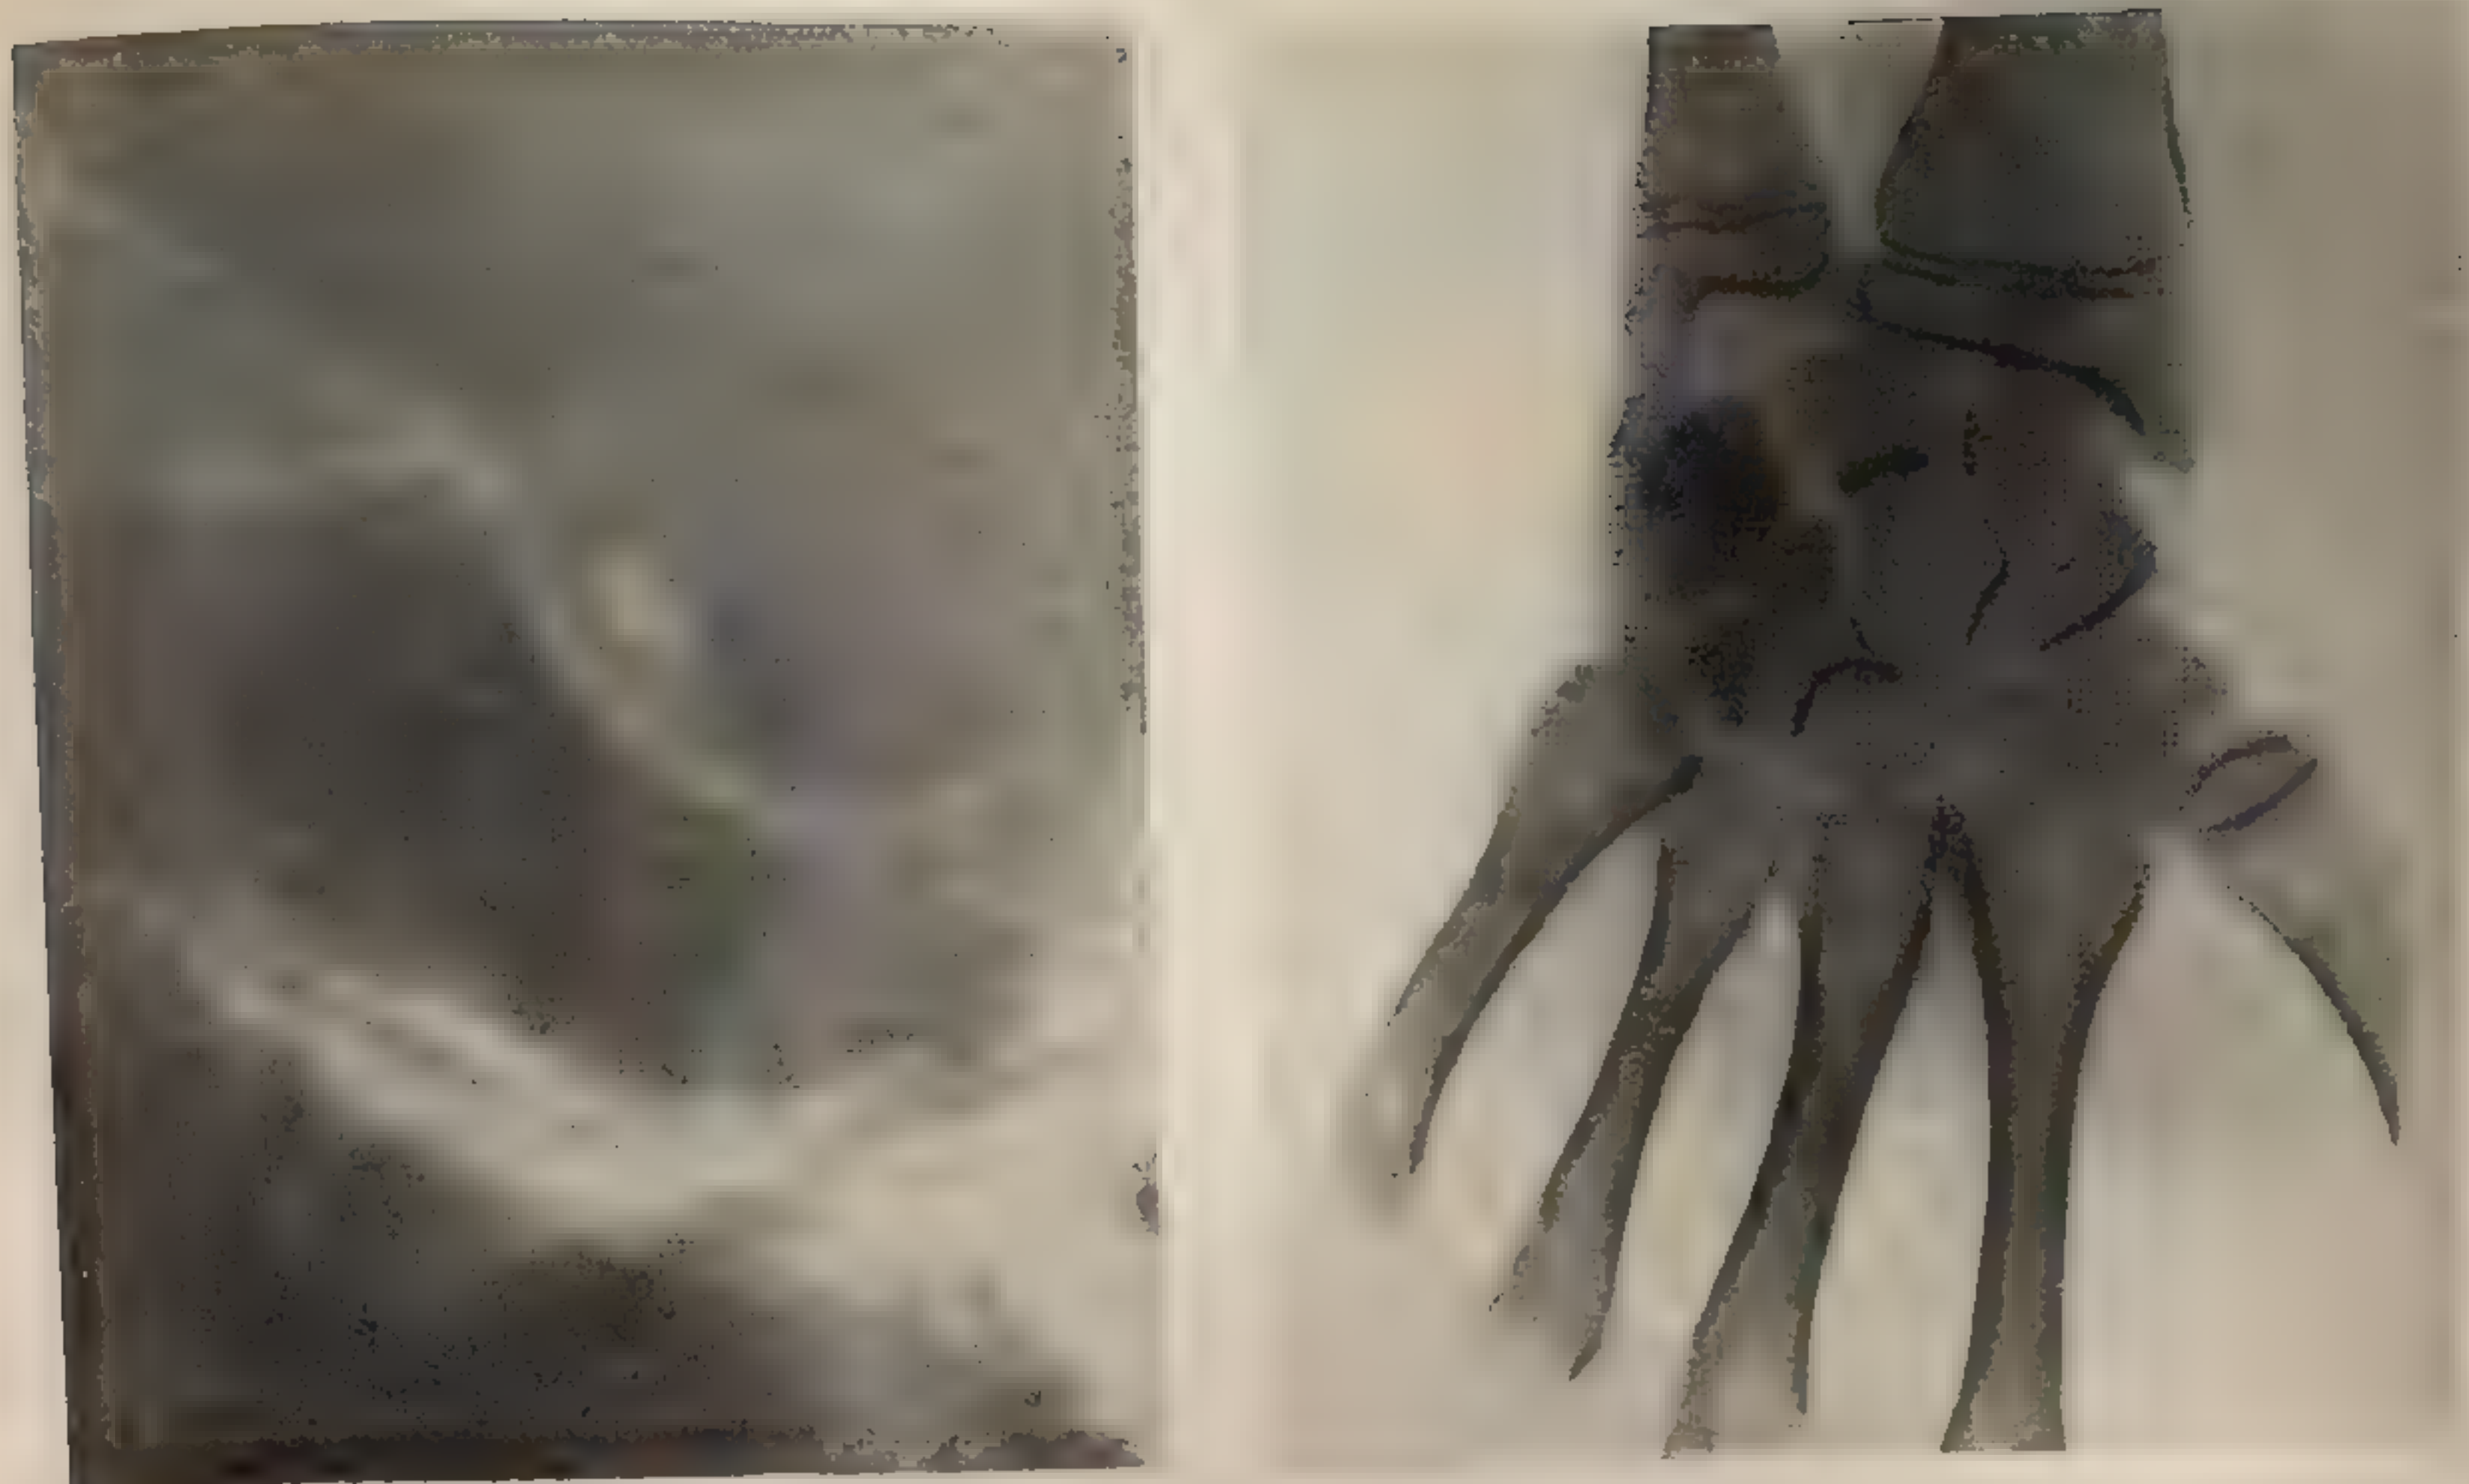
Рентгеновские снимки
